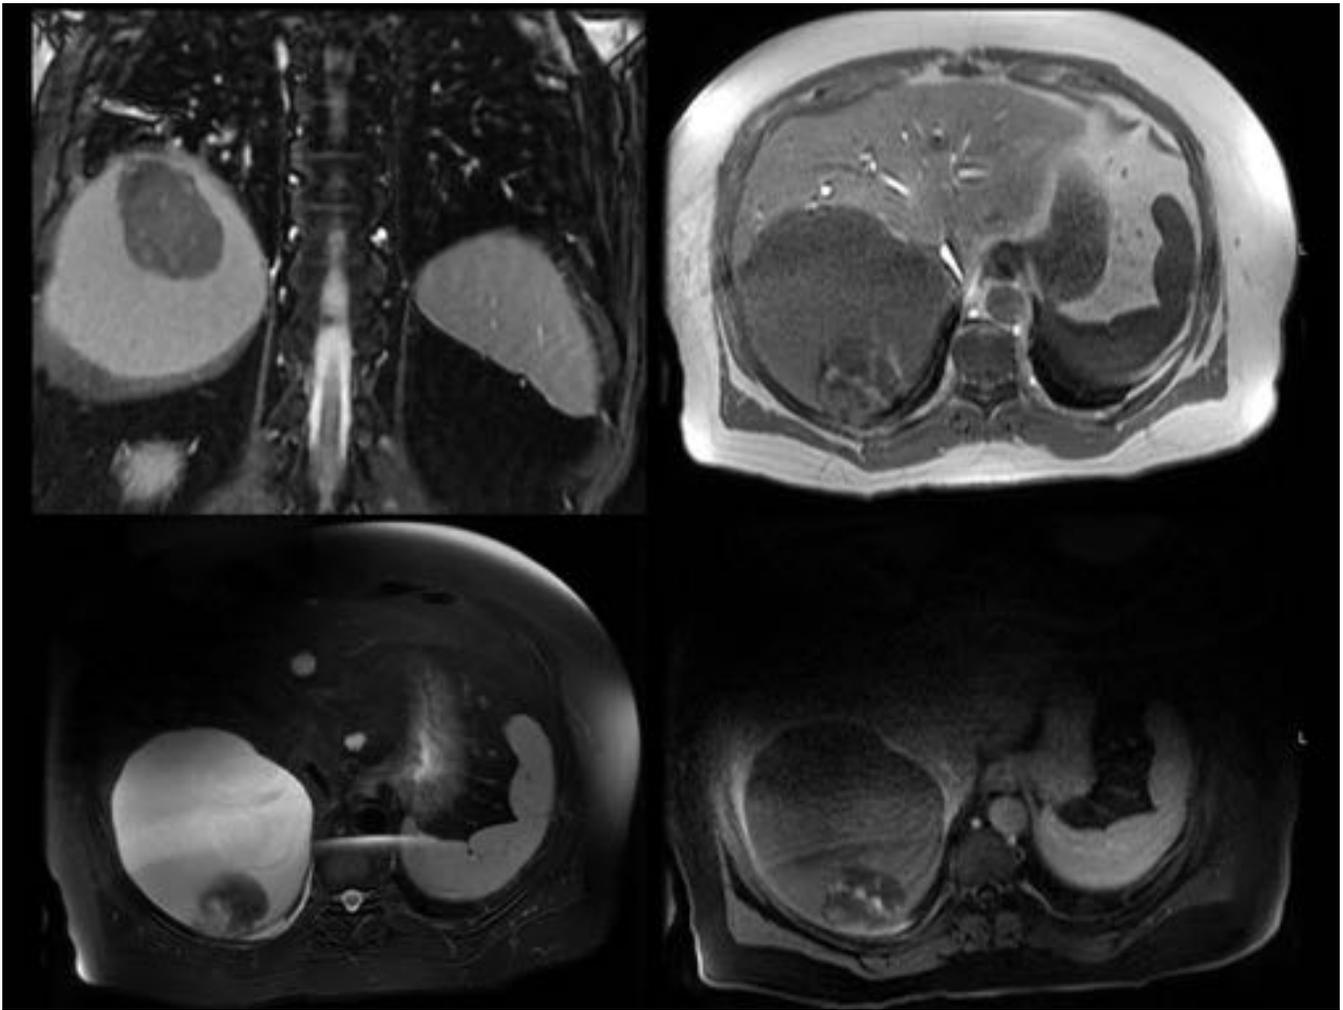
Mismo paciente de la fig 11. En la resonancia magnética abdominal se confirma la presencia de una lesión quística en la región posterior de LHD que presenta en su interior una lesión con zonas hiperintensas en secuencias potenciadas en T1, sugestivas de sangrado. En el estudio postcontraste no se identifica captación significativa. Hallazgos compatibles con quiste hepático complicado hemorrágico.
